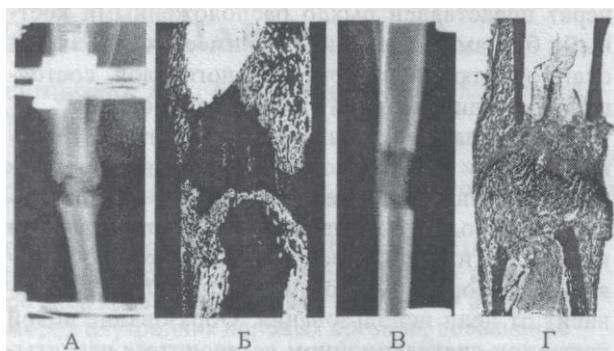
Сравнительное состояние новообразованной костной ткани в диастазе на 20 сутки периода фиксации. А, Б - модель; В, Г - опыт. Рентгенограммы удлиненной голени кроликов (№№99, 259) и гистотопограммы регенераторов кроликов (№№99, 260), окраска гематоксилиномэозином. Ув.4.
